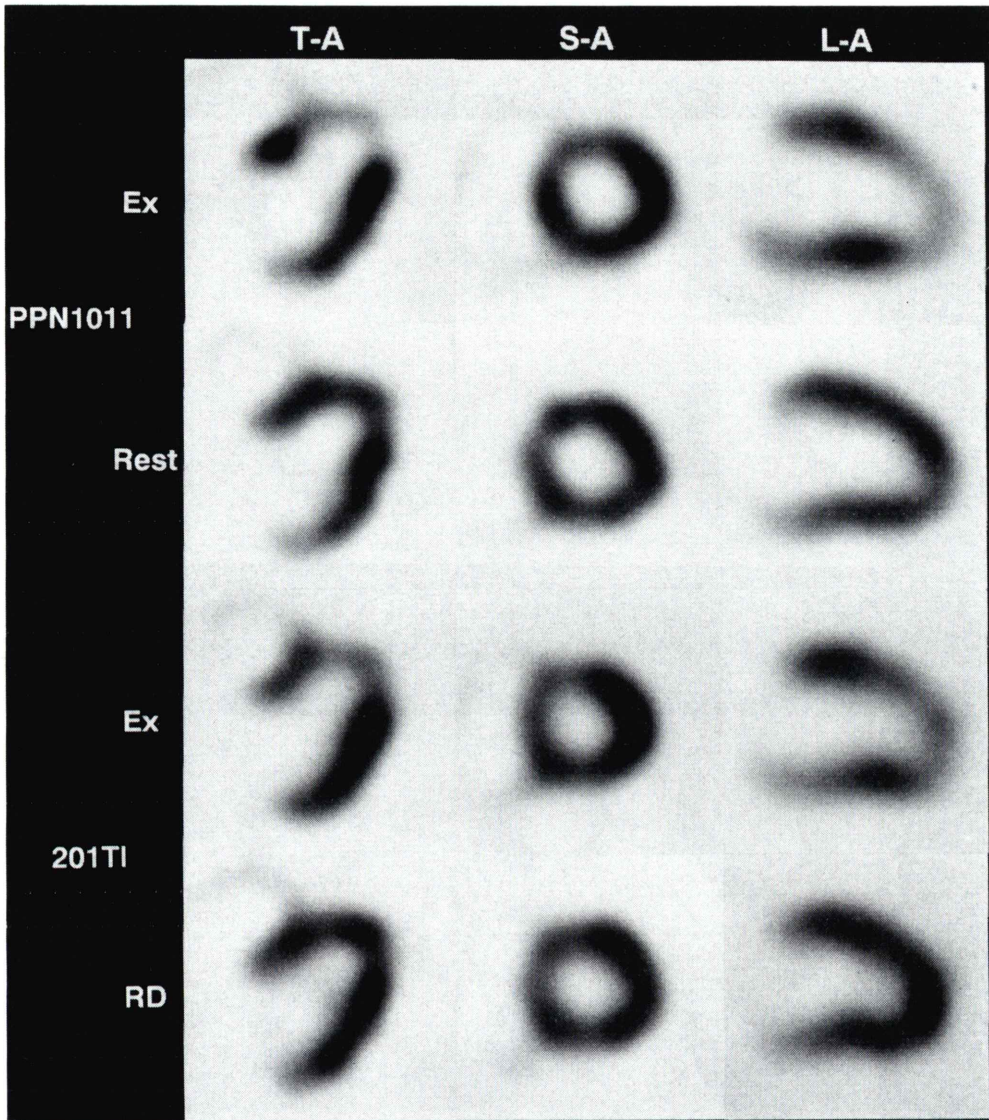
^{99m}Tc -PPN1011 and ^{201}Tl SPECT images in a patient with apical angina pectoris (method A).
